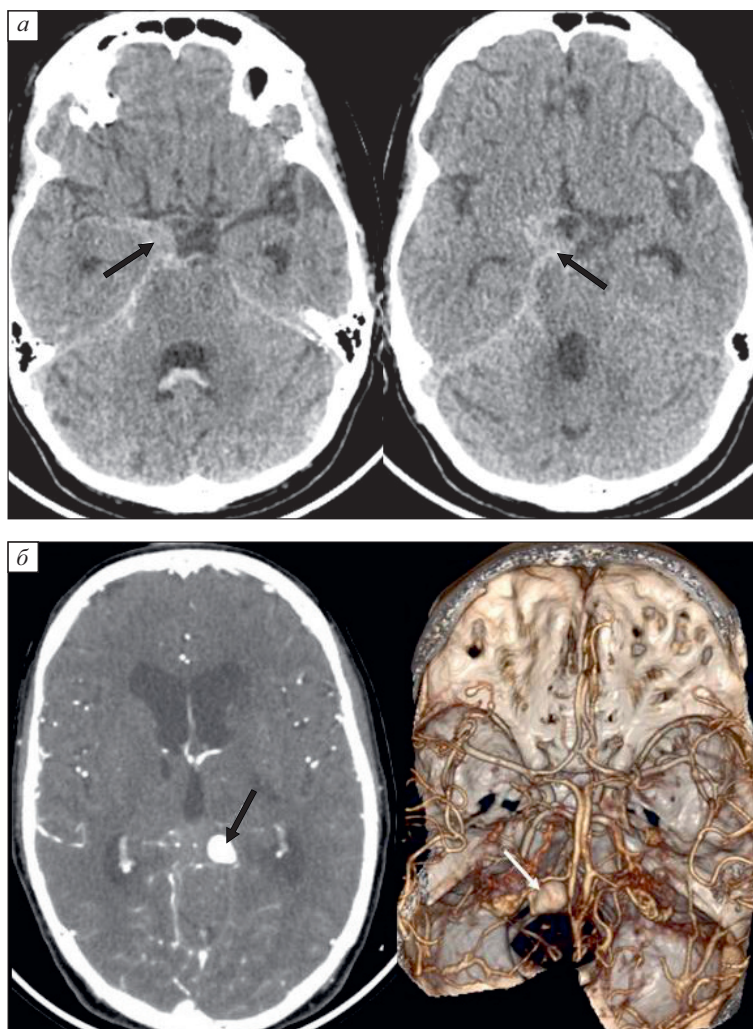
МСКТ головного мозга (а), признаки субарахноидального кровоизлияния в базальных цистернах (стрелка) и МСКТ-ангиография пациентки Л. (б), определяется аневризма Р3-сегмента правой задней мозговой артерии (стрелка)
